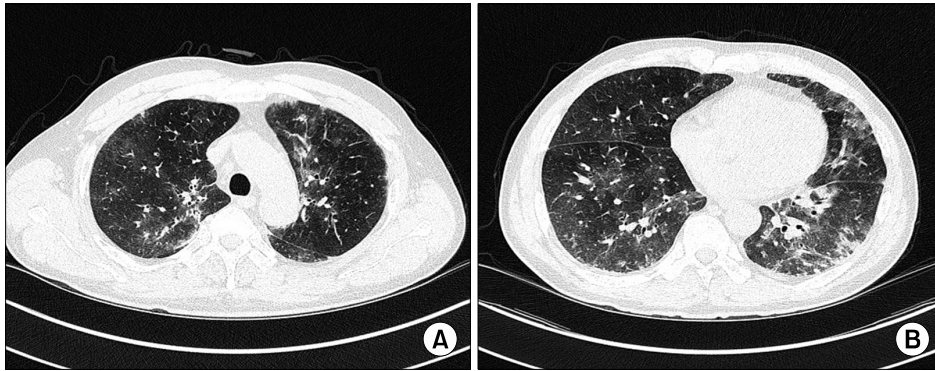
(A, B) Chest CT scan shows multiple ground-glass opacities and sub-pleural nodular consolidations on both lung parenchyma. CT: computed tomography.
